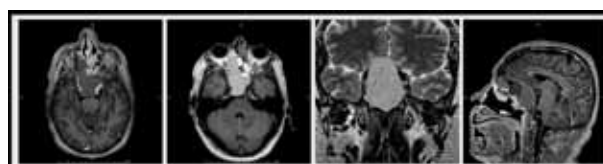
RMN de cerebro, cortes axiales (secuencias T1 y T2), coronal y sagital (izq. a der.)
